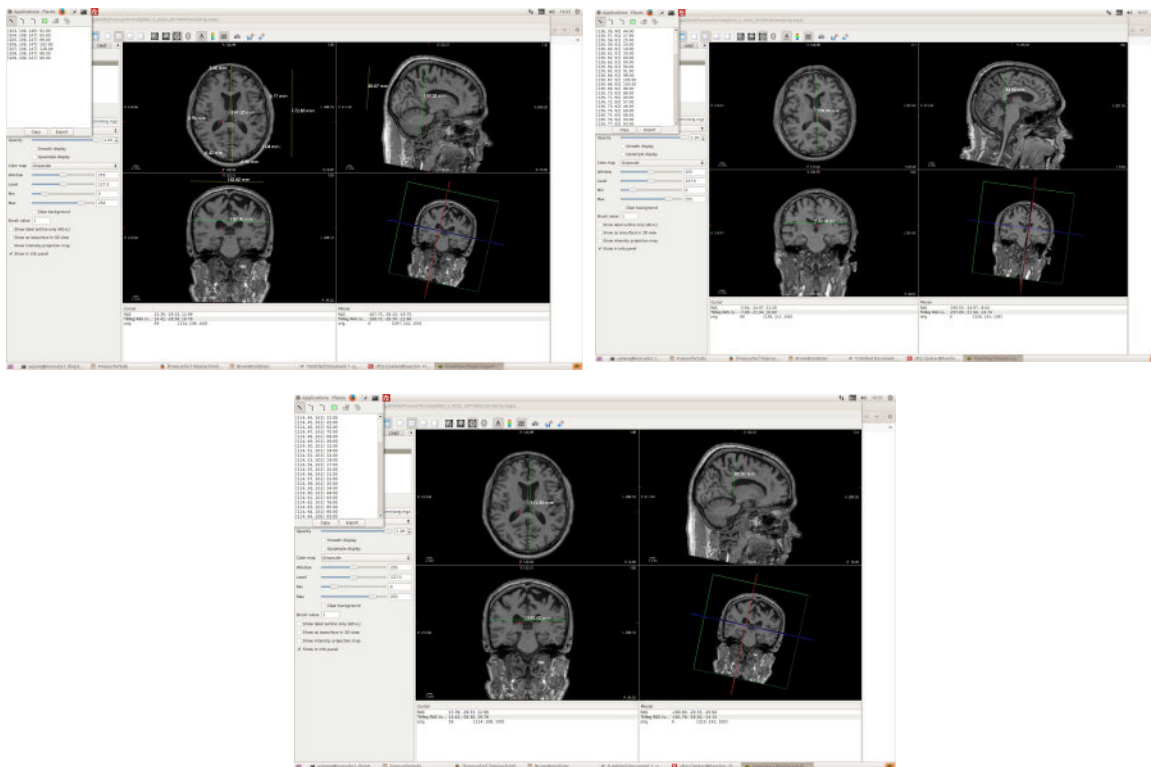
Imagens de MRI do cérebro de um homem sadio, de 70 anos. Suas dimensões foram usadas para a construção do modelo. [Yujiang Wang, Newcastle University. Dados do repositório do HCP (Human Conectome project)].
